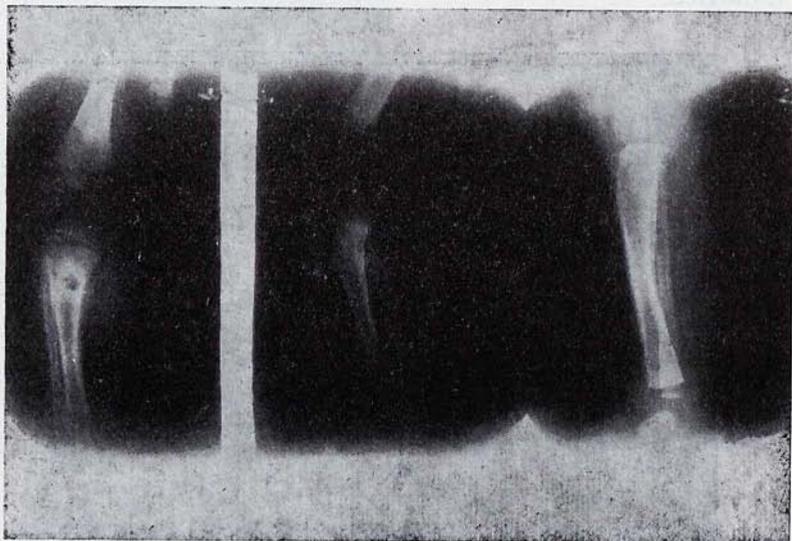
Osteomielitis de la metafisis tibial superior. Entre la primera y tercera radiografías sólo ha transcurrido un mes y medio (!).
